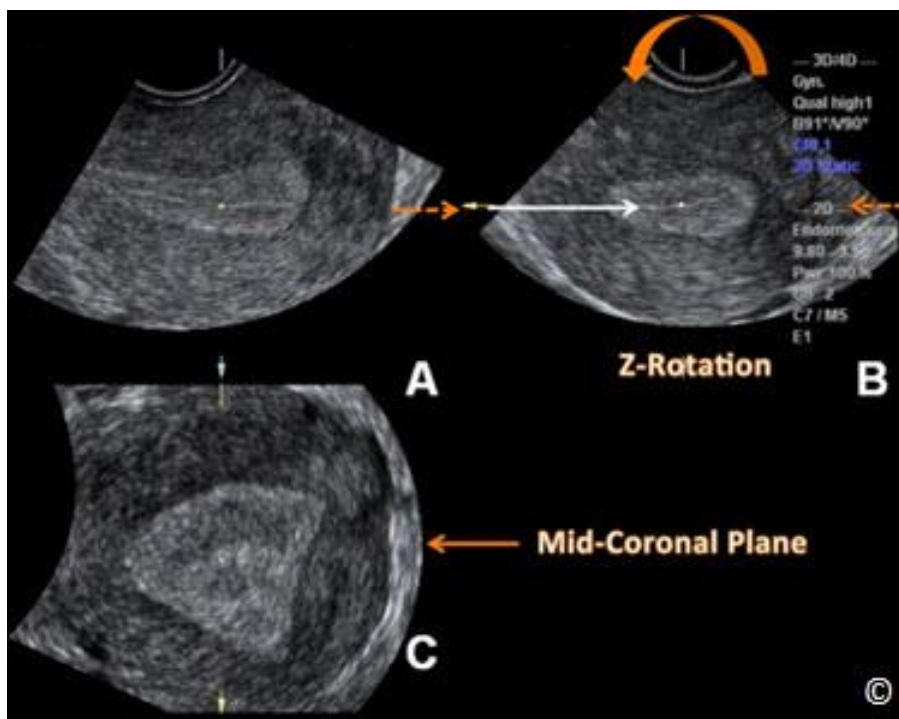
3D objem dělohy zobrazený ve více rovinách. Rovina A je referenční rovina (v tomto případě sagitální) a roviny B a C jsou roviny ortogonální. Prvním krokem techniky typu Z je umístění referenčního/rotačního bodu do středu endometriální výstelky v rovině A (kroužek a šipka). Upraveno se svolením institutu American Institute of Ultrasound in Medicine (21).
